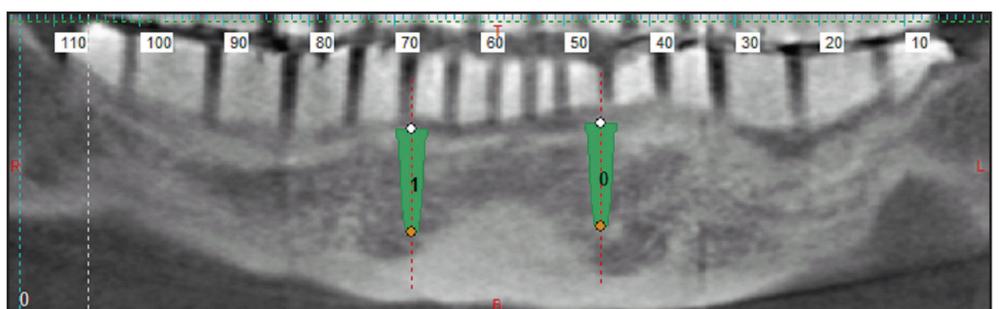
Imagen panorámica virtual de la tomografía de haz cónico con planificación de implantes.
